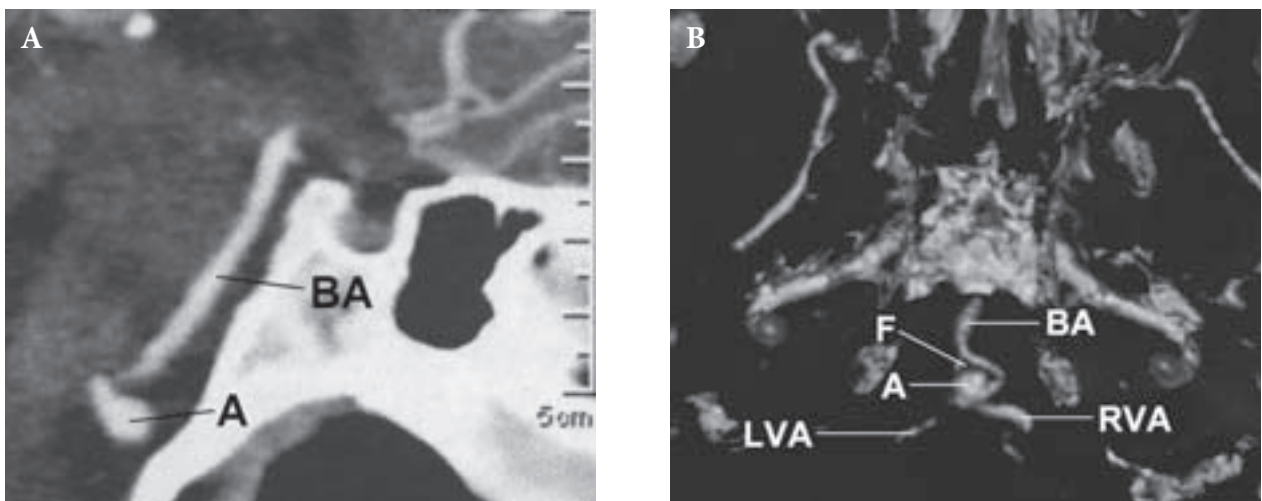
(A) Preoperative CT angiography: saccular aneurysm of the VB junction pointed ventrally towards the clivus; BA, basilar artery; A, aneurysm; (B) ventrally projected aneurysm of the vertebralbasilar junction. Note that the aneurysm is within the proximal portion of the fenestration. Fenestration of basilar artery was not clearly visible; BA, basilar artery; A, aneurysm; LVA, left vertebral artery; RVA, right vertebral artery; F, fenestration.
